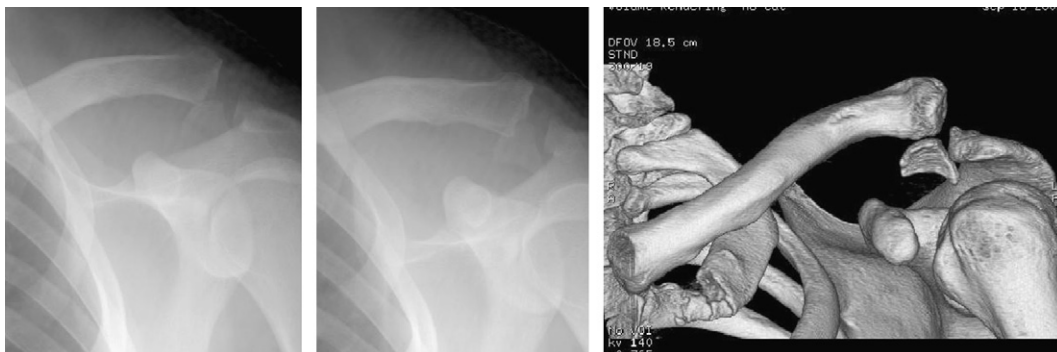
Luxation-fracture acromioclaviculaire (radiographies standard complétées par une TDM 3D).
